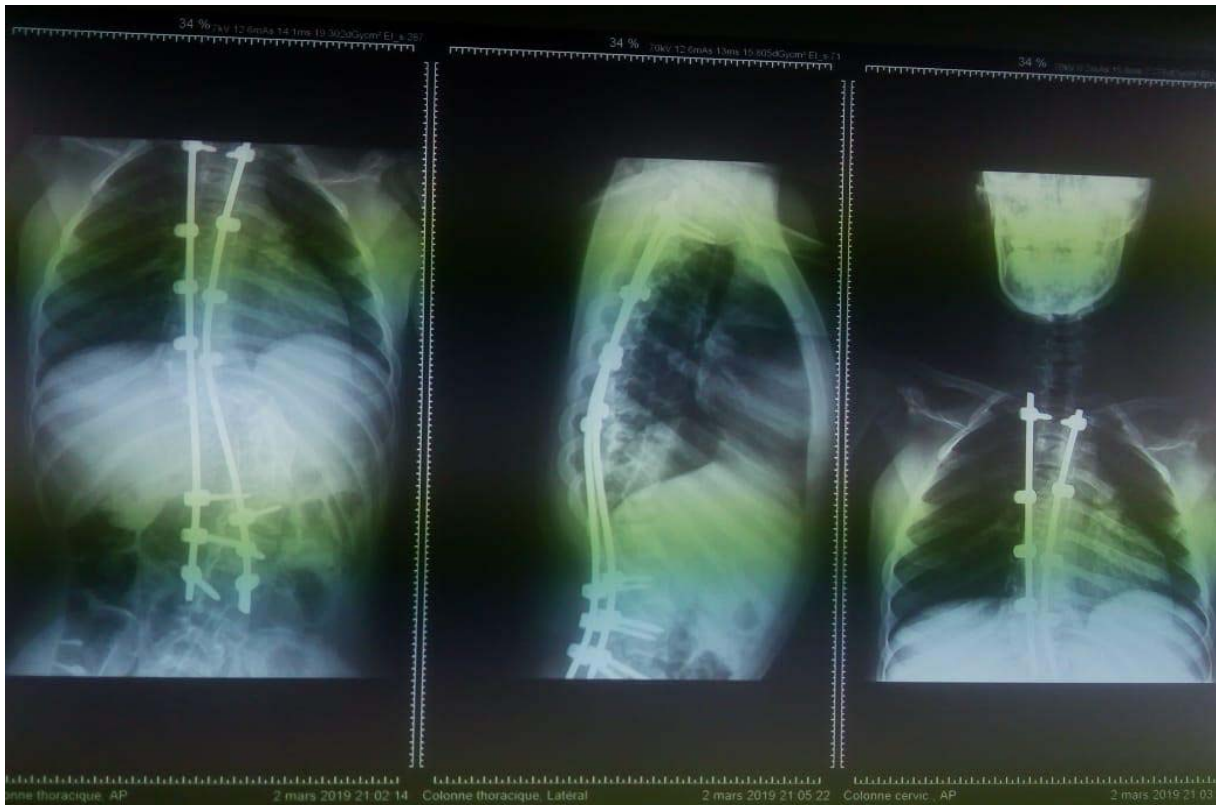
Radiographies post opératoires (face et profil)de la même patiente montrant une bonne réduction avec un bon alignement sagittal.
